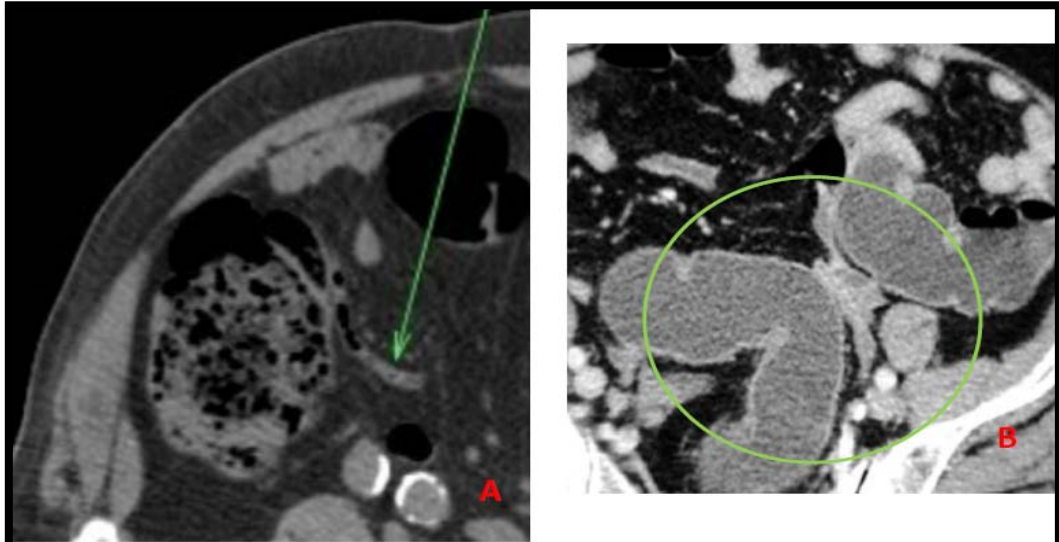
(A) TDM C+ coupe axiale montrant le caecum au niveau de la fosse iliaque droite avec une appendice latéro-caecale. (B) Colo scanner objectivant le colon sigmoïde à proximité des vaisseaux iliaques.
